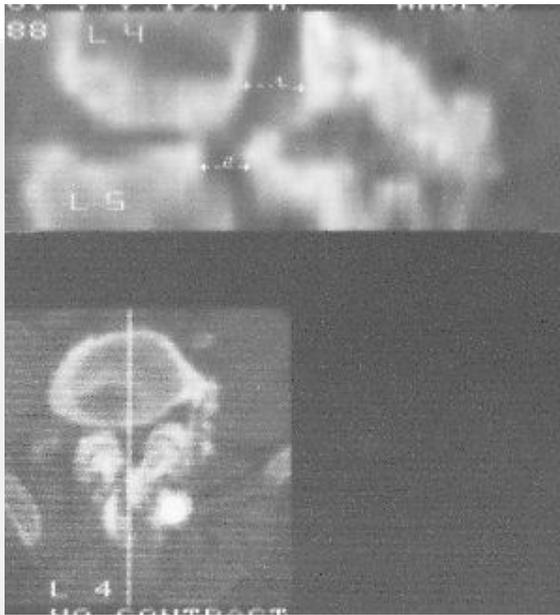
Сагиттальная реконструкция КТ-изображений поясничного отдела позвоночника. Сформированный псевдоартроз на уровне L4-L5 сегментов позвоночника.
